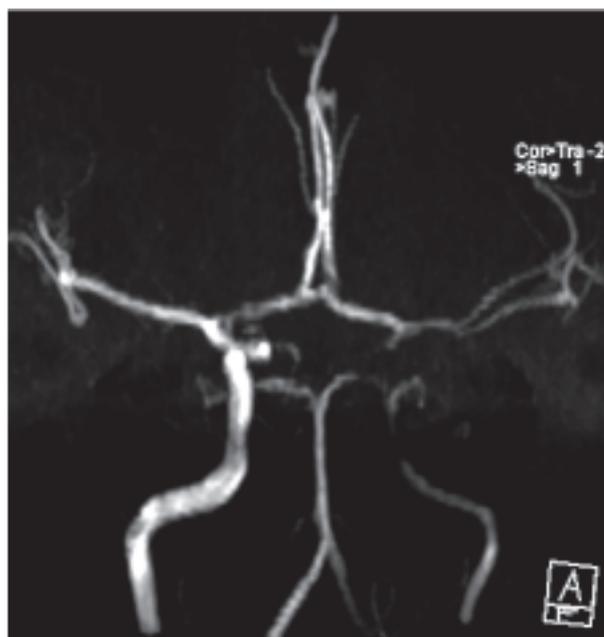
Angio-RMN cerebral: alteración de todo el trayecto intracraneano de la arteria carótida interna izquierda y reducción del calibre de ambas arterias cerebrales.
